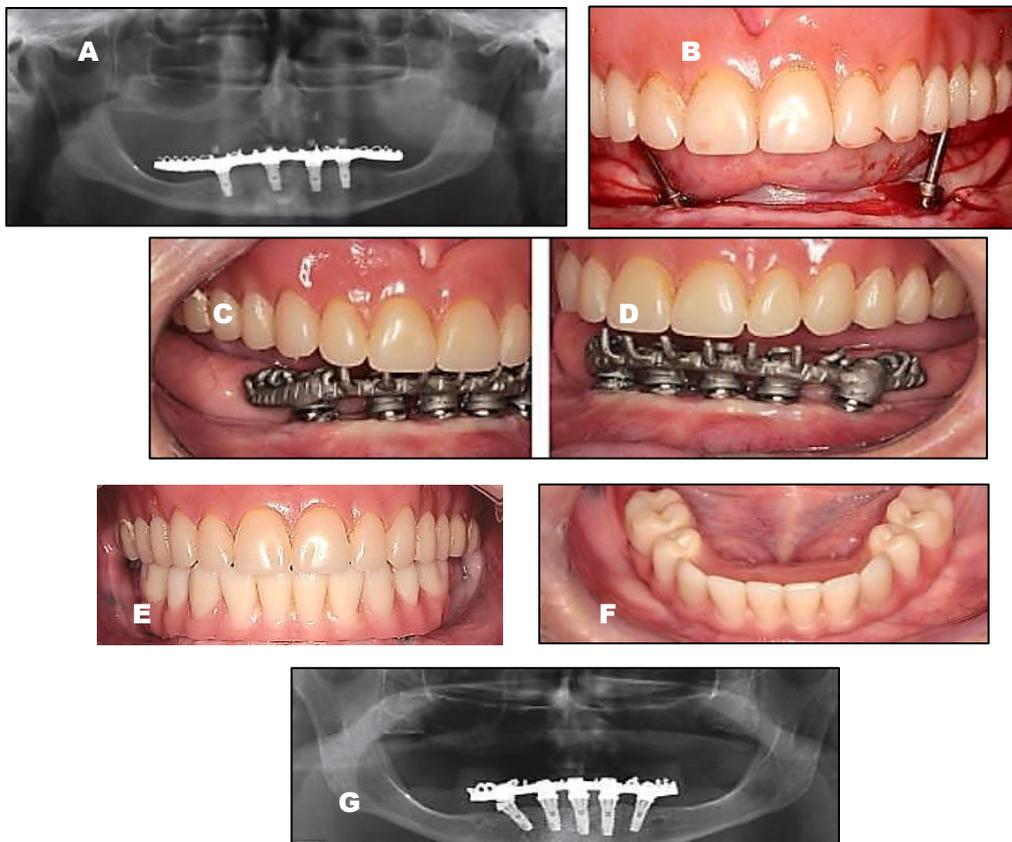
Prótese protocolo mandibular. A) Radiografia após a carga imediata. B) Posição das perfurações relacionadas com a prótese da arcada antagonista. C-D) Prova da barra protética. E-G) Prótese com reabilitação de apenas um pré-molar e um molar. Fonte: Passoni et al., 2014.
